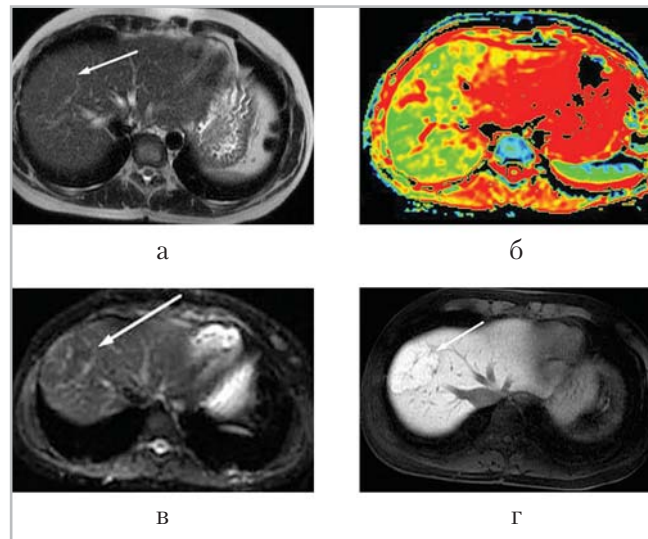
Магнитно-резонансные томограммы печени в аксиальной проекции при ФНГ. На ДВИ контурируется очаговое образование с высокоинтенсивным периферическим ободком и наличием центрального рубца (а). На цветной ИКД-карте изменение сигнала определяется в проекции рубца (б). На ИП T1 ВН ASSET очаговое образование изоинтенсивно паренхиме печени (в). При динамическом контрастном сканировании во время специфической печеночной фазы в проекции 5–8-го сегментов определяется очаговое образование (стрелка), характеризующееся наличием центрального рубца (г)
